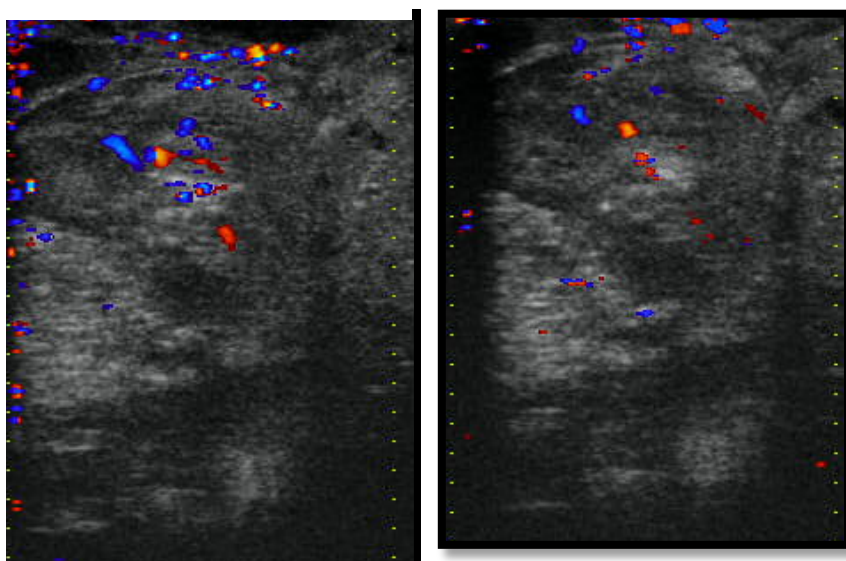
Vasos intratumorales neoformados. Imagen ecografica con Doppler Color a través de area de craniectomía.
